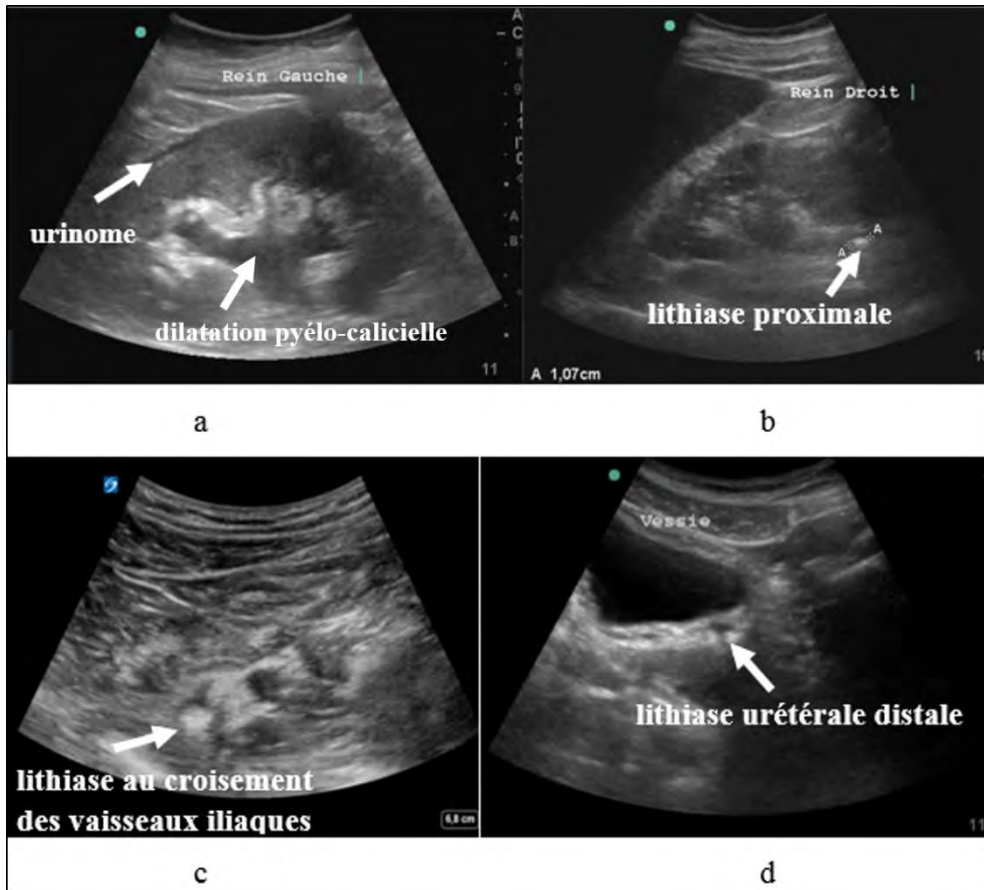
Images échographiques recherchées. a) urinome et dilatation pyélo-calicielle b) lithiase proximale c) lithiase au croisement des vaisseaux iliaques d) lithiase urétérale distale
